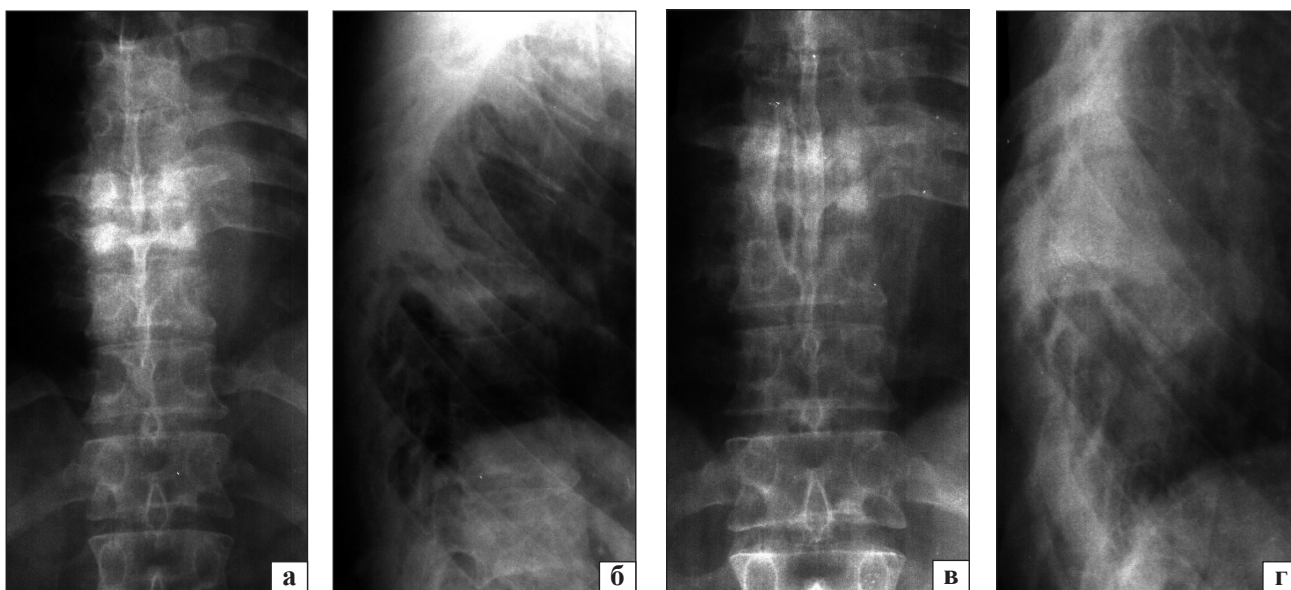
Рентгенограми пацієнта К.: а, б) до операції, контактна деструкція в сегменті D_{VII}–D_{VIII} із напливним абсцесом, кіфотична деформація в зоні деструкції; в, г) після декомпресійної некректомії враженого сегмента хребта з розклинювальним спондилодезом автотрансплантатом із ребра
